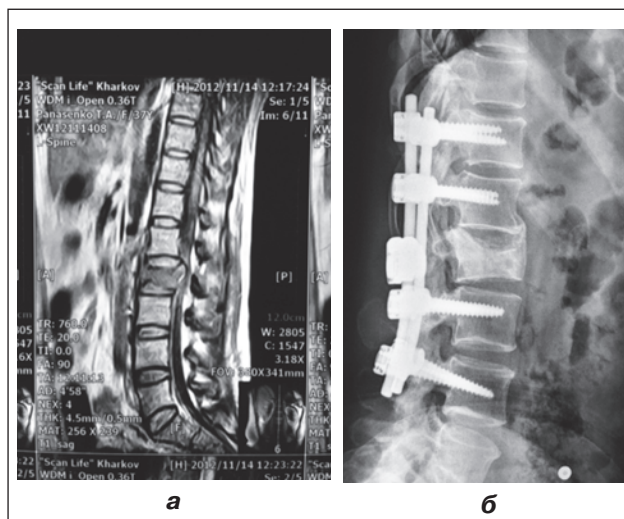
Рентгенограма та томограма хворої П. із групи, у якій використовувався метод восьмигвинтової фіксації з прямою регенерацією тіла хребця в комбінації з періостальною регенерацією тіла хребця: а) підв'язковий крововилив за даними МРТ; б) періостальна регенерація тіла хребця
